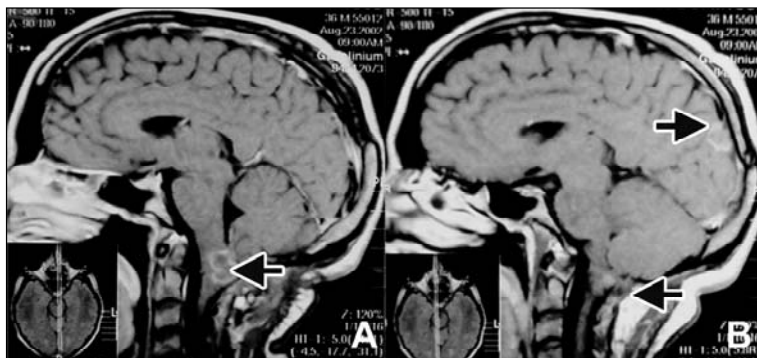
RM do encéfalo com imagens ponderadas em T1 e contrastadas com gadolínio, um ano após o término do tratamento, observando-se a redução das lesões através dos cortes sagital (A) e para-sagital direito (B).
